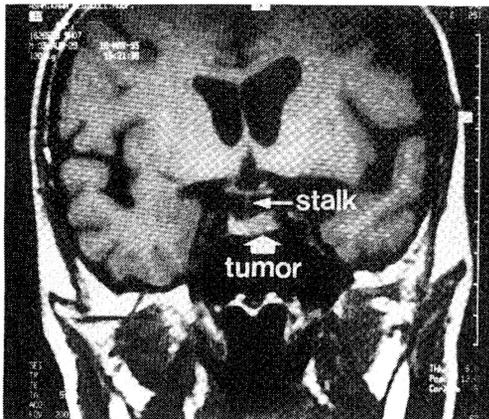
Brain MRI demonstrates the shift of pituitary stalk to the right side and enlargement of left of pituitary gland.
